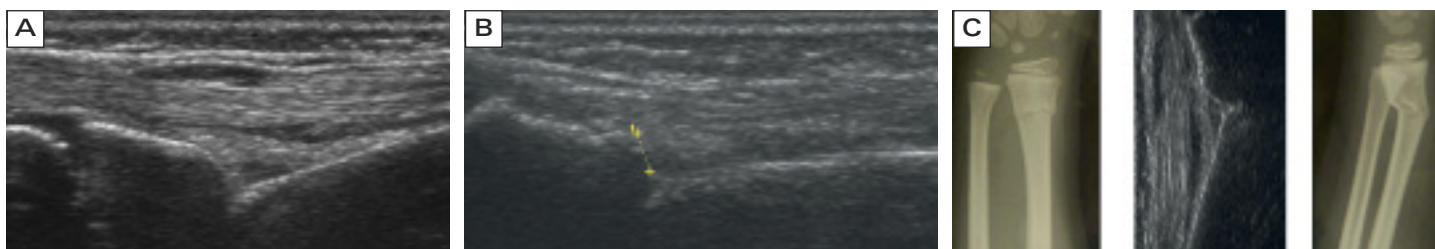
A: Radius links distal mit Unterbrechung in der Kortikalis, subperiostalem Hämatom und intramuskulären Hämatomen; B: Ulna links distal mit Unterbruch in der Kortikalis; C: Vergleich zwischen Röntgen- und Ultraschallbild; zur besseren Vergleichbarkeit wurde das Ultraschallbild gedreht und gespiegelt (Fall 1).
